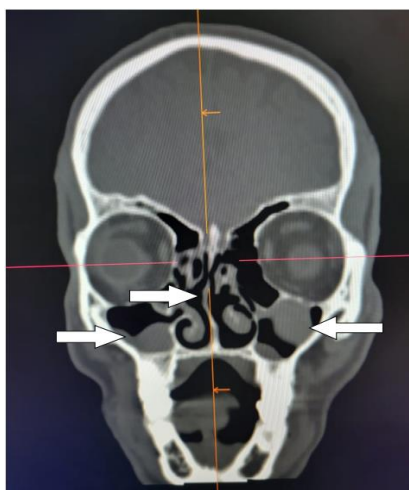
TDM des sinus en reconstruction coronale et fenêtre osseuse mettant en évidence une déviation septale en « verre de montre » associé un comblement polypoïde des sinus maxillaires.
